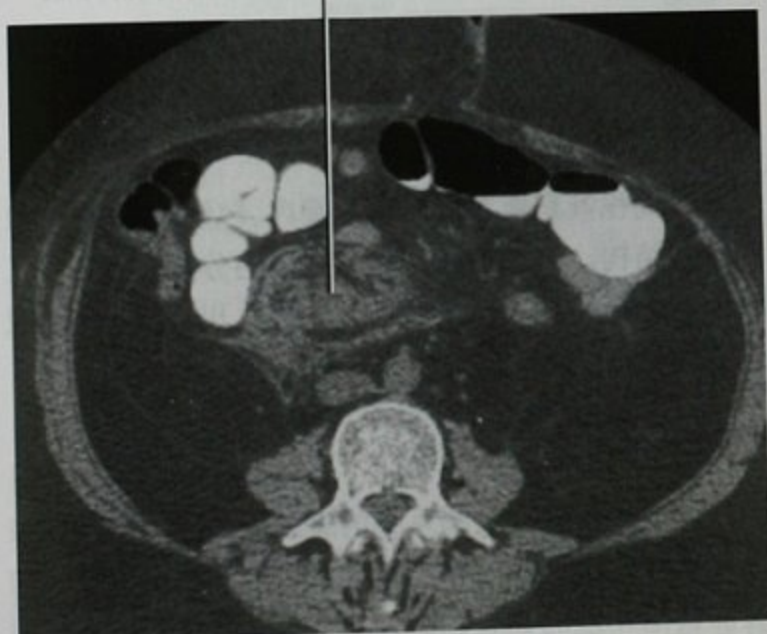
肠系膜动脉小分支假性动脉瘤导致小肠系膜内急性出血,横断位 CT 平扫
